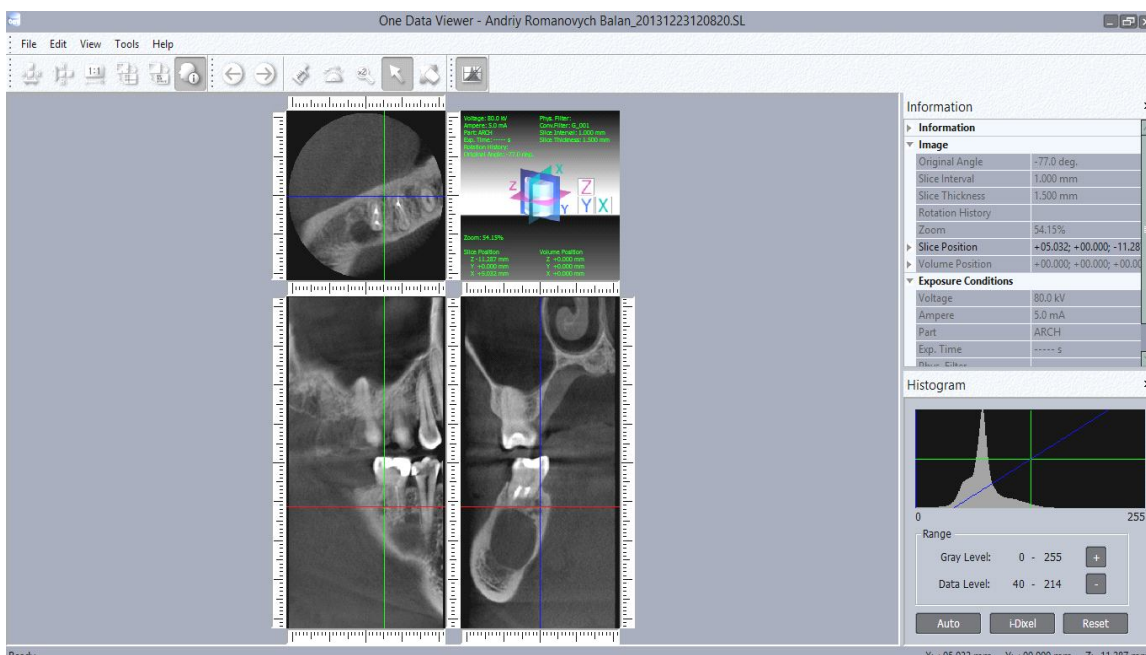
Вивчення стану кісткової тканини у пацієнтів за допомогою конусно-променевого комп'ютерного томографу Morita
